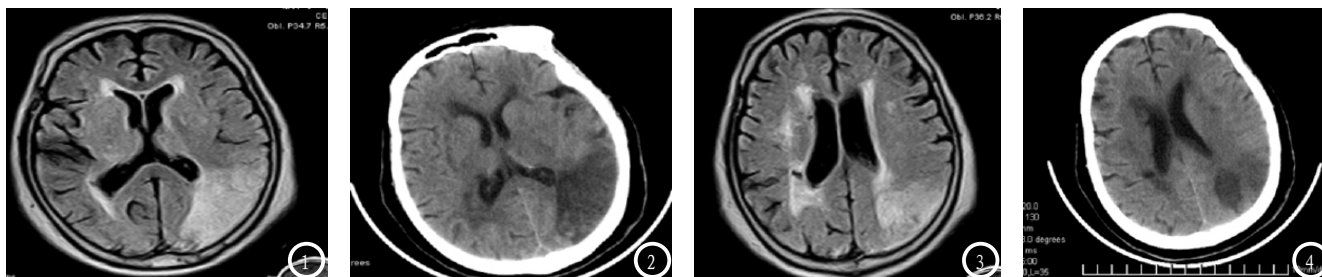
图1为MRI诊断图像,病灶呈片状改变,大小为3.1cm;图2为CT诊断图像,病灶呈小片状低密度改变,大小为2.6cm。图3为MRI诊断图像,病灶呈斑点状改变,大小为0.8cm,周围伴有轻度脑白质水肿;图4为CT诊断图像,病灶呈斑点状低密度改变,大小为0.6cm。
